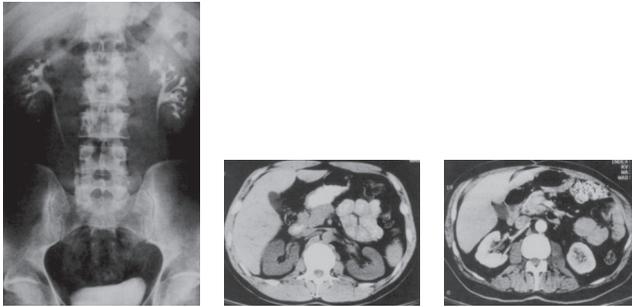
Экскреторная урография и компьютерная томография почек
